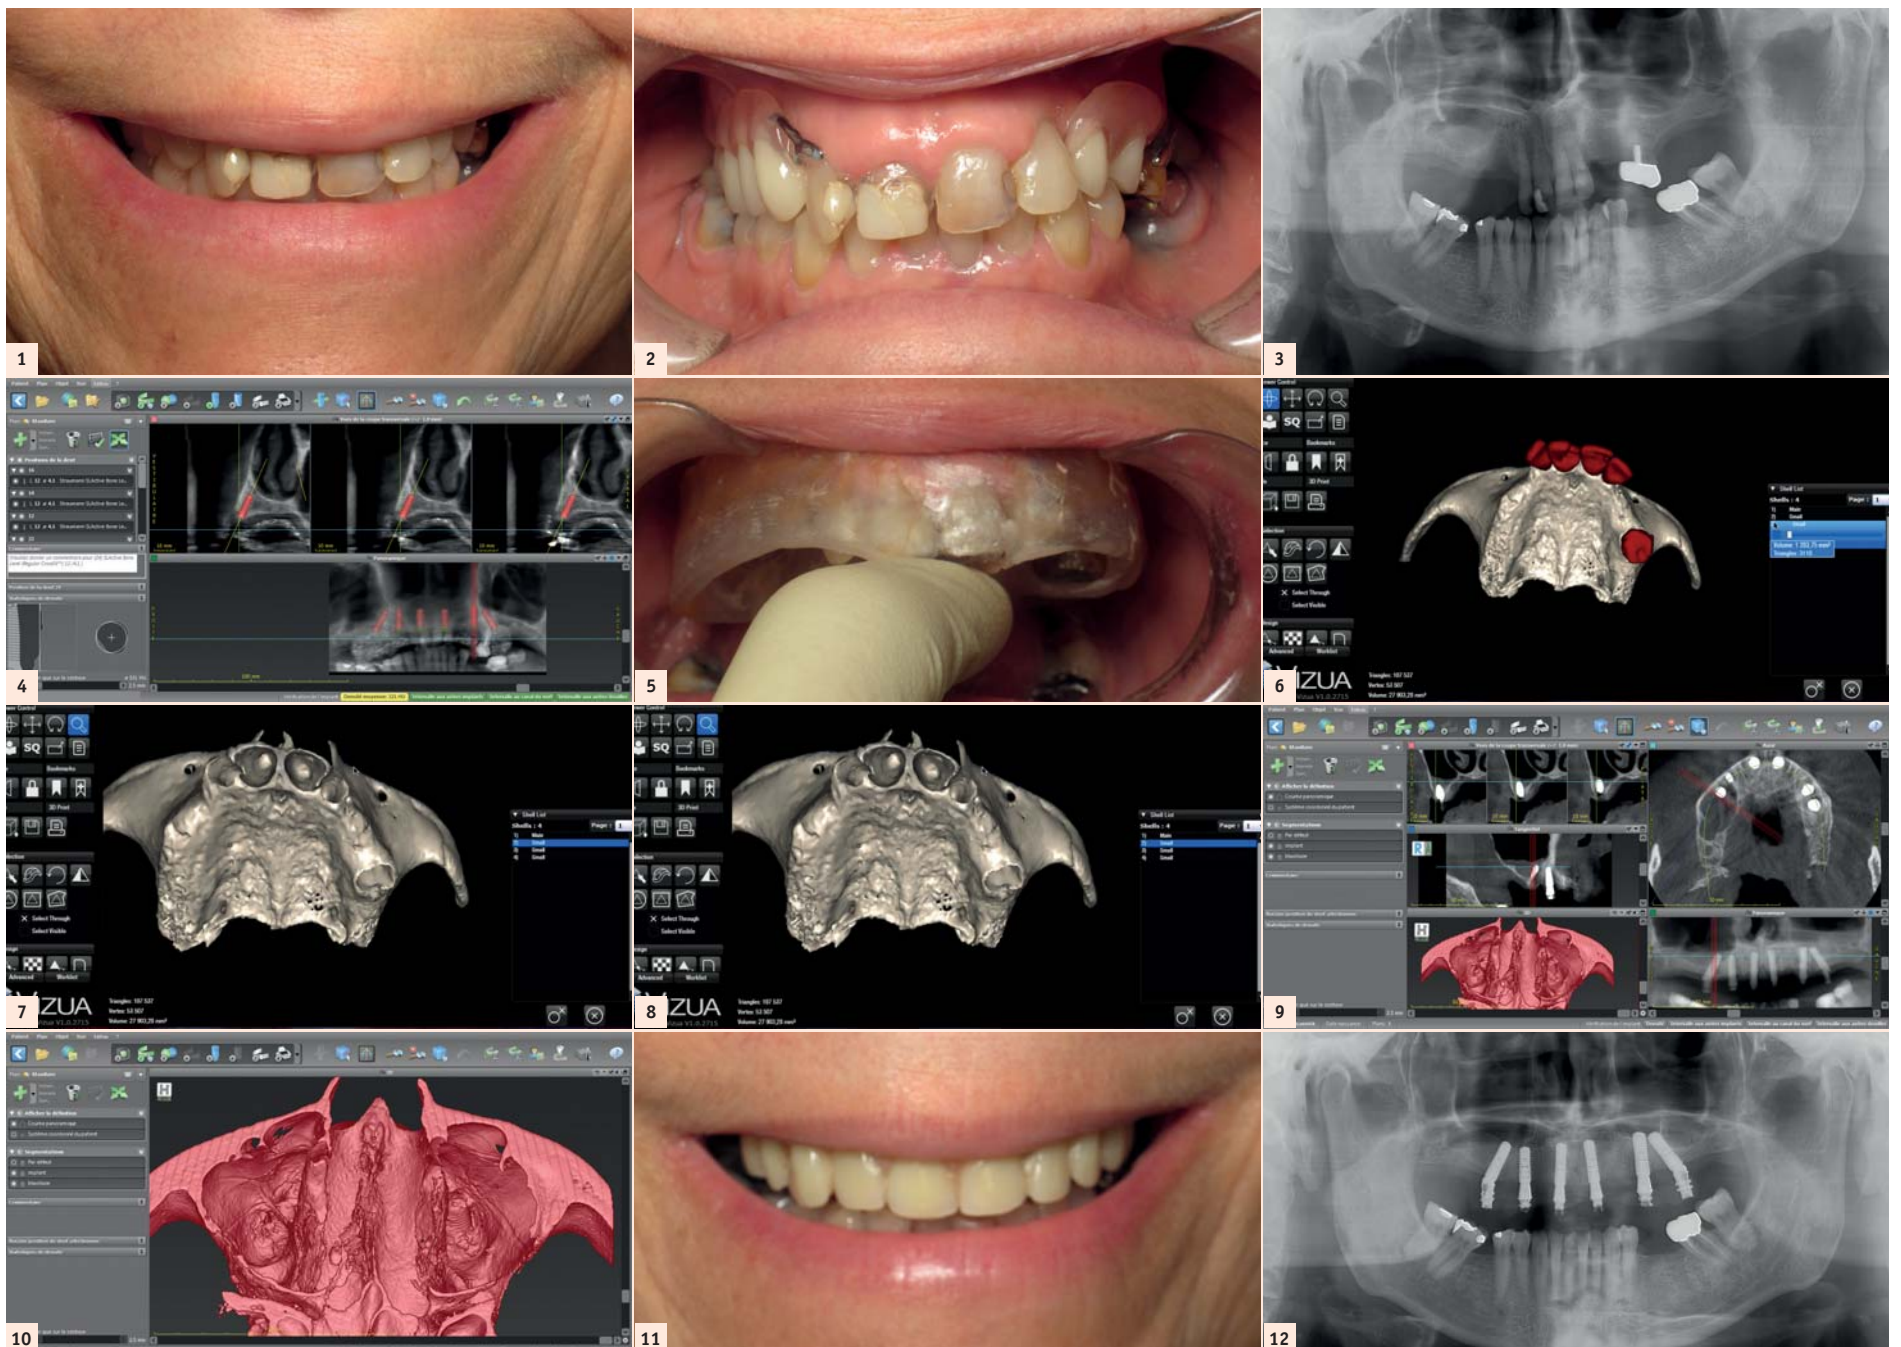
Sourire non gingival de la patiente. | Fig. 2 : Stellite remplaçant 9 dents. | Fig. 3 : Radiographie panoramique de la situation initiale. | Fig. 4 : Planification sur le logiciel de planification CodiagnostiX après Cone Beam avec gouttière radio-opaque. | Fig. 5 : Gouttière pour empreinte fractionnée en fin de chirurgie. | Fig. 6 : Modélisation par Vizua du modèle denté... | Fig. 7 : ...et avec des extractions virtuelles. | Fig. 8 : Entraînement sur la mâchoire imprimée en 3D par la Sapo d'après les fichiers DICOM's. | Figs. 9 et 10 : Vérification 3D après chirurgie sur CodiagnostiX, situation très proche de la planification initiale. | Fig. 11 : Mise en charge du bridge provisoire transversé le jour de l'intervention. | Fig. 12 : Radiographie après la période d'ostéoactivation.
